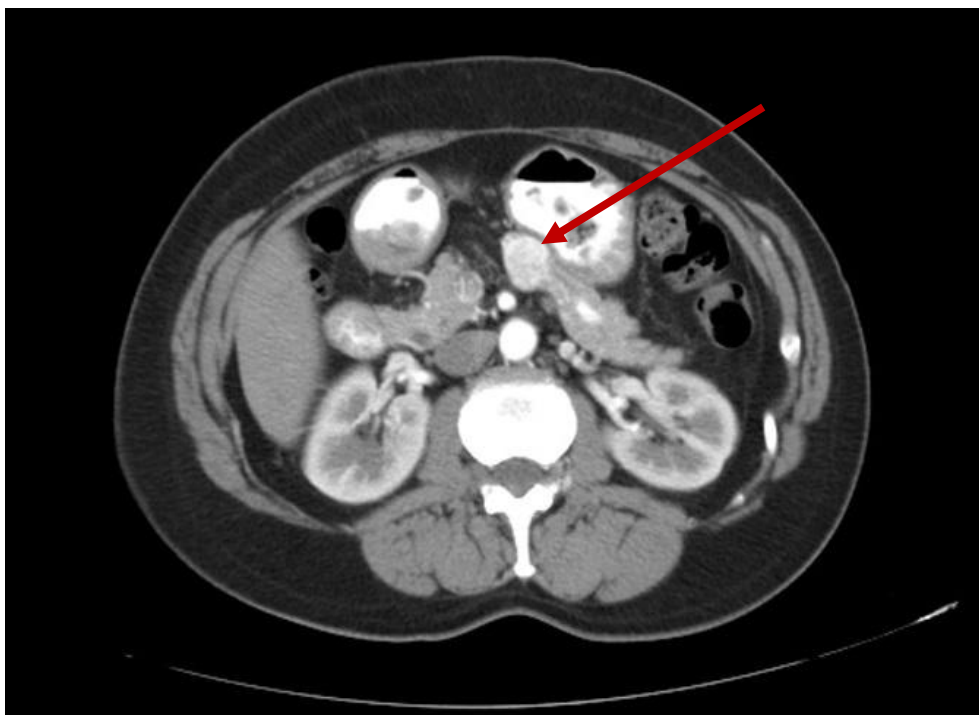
Доброякісна пухлина тіла ПЗ перед виконанням центральної резекції (КТ).
